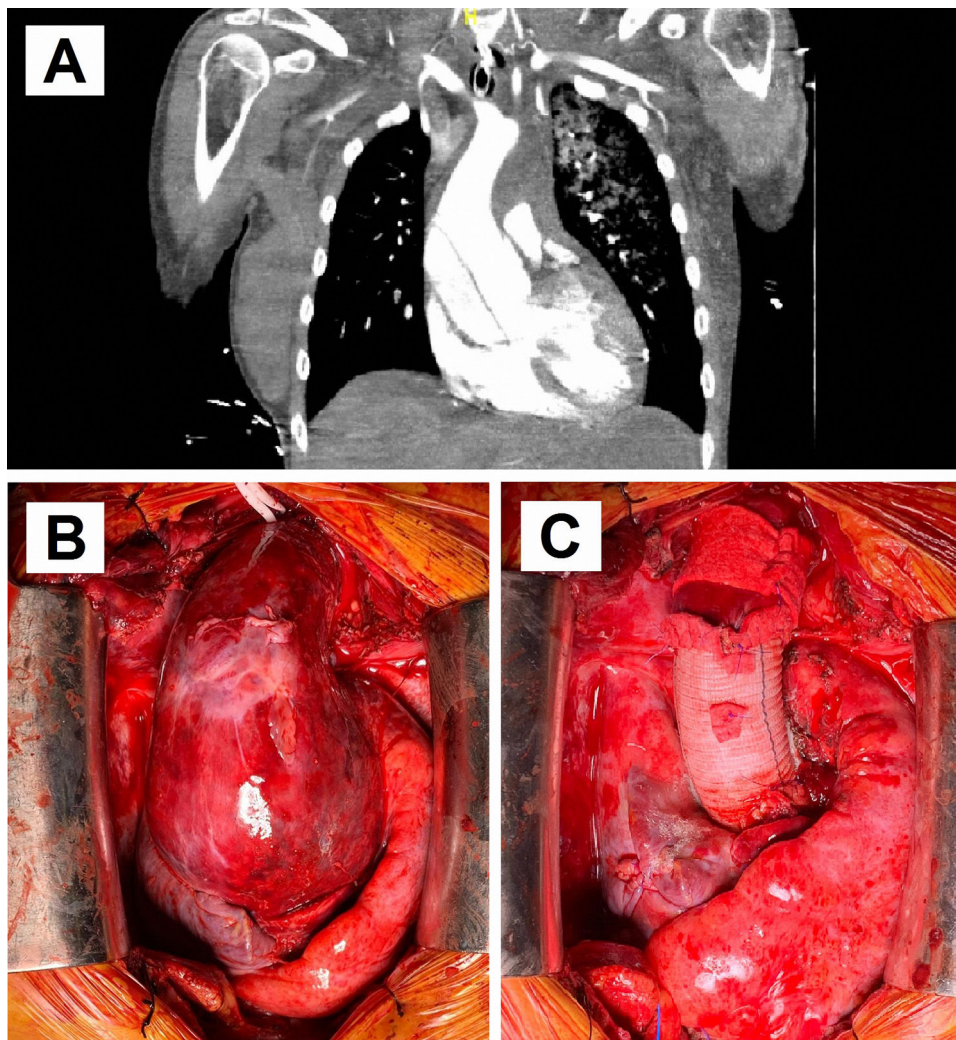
A) Corte coronal de la TC de aorta que confirmó el hallazgo de disección aguda de aorta tipo II de Bakey limitada a la raíz aórtica y aorta ascendente proximal, dilatada con un diámetro máximo de 65 mm. B) Fotografía del campo quirúrgico objetivándose dilatación aislada de la raíz aórtica y aorta ascendente proximal. C) Fotografía del campo quirúrgico con sustitución de la raíz aórtica y aorta ascendente por un conducto aortoavalvulado con prótesis mecánica y reimplante de ambos ostia coronarios sobre el conducto.
